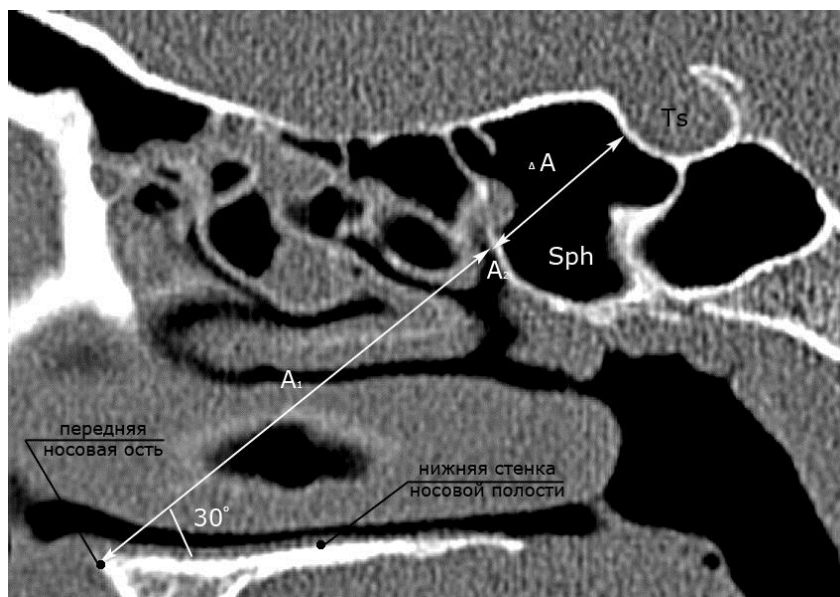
КТ. Расстояние между костными ориентирами в системе черепа и пазухой клиновидной кости.
